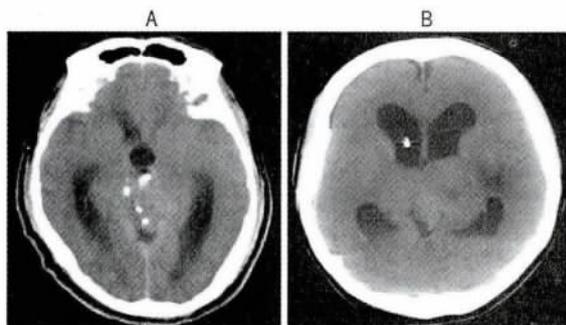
两例患者术前 CT 平扫 A. 病例1 肿瘤周边见散在斑片状高密度影; B. 病例6 左侧丘脑及中脑等密度团块影(右侧脑室穿刺引流术后)
